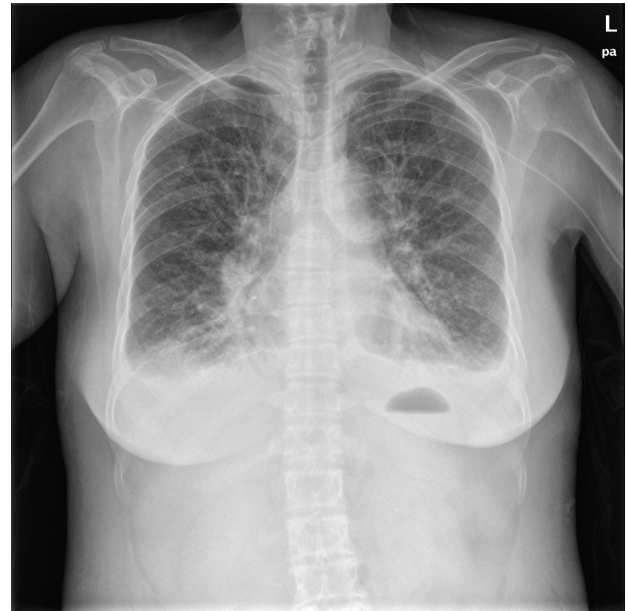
Chest X-ray shows that both lung parenchyma, especially the lower lobes, have consolidation, linear opacities, and small pleural effusions. L, left.
